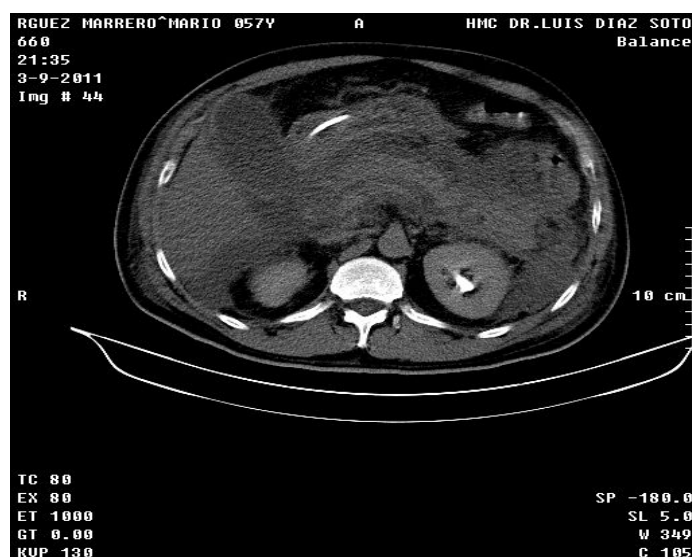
última TAC de páncreas con contraste
